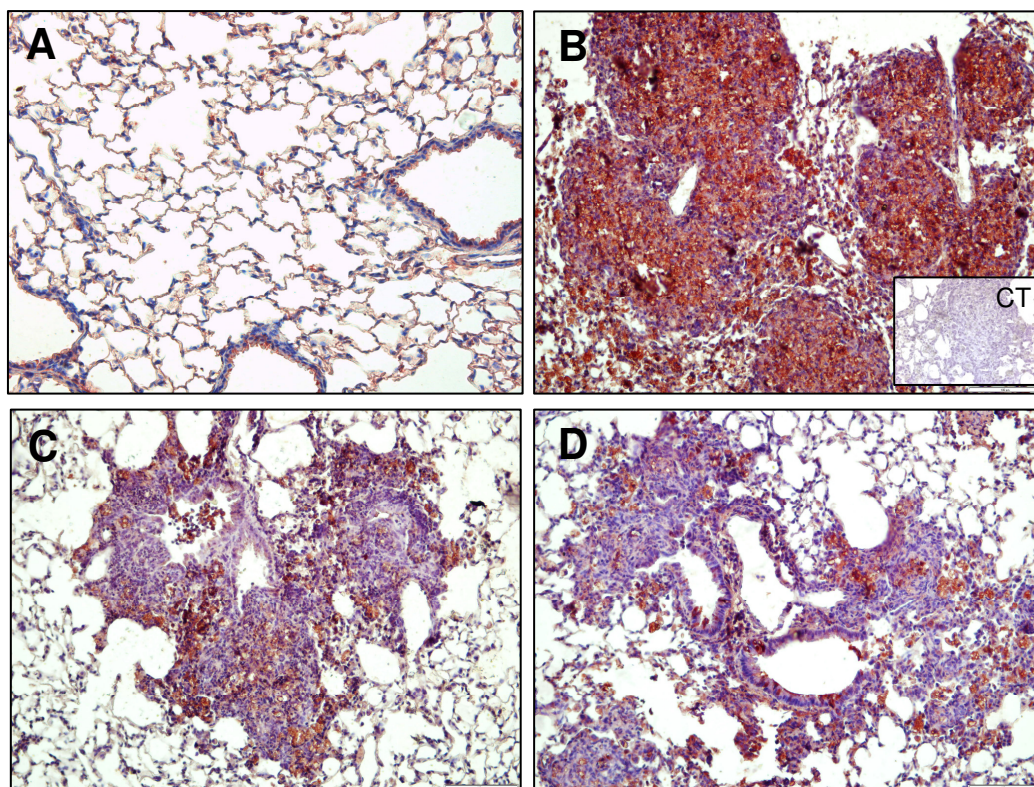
Análise da presença de miofibroblastos (α -SMA) no parênquima pulmonar de camundongos instilados com salina e sílica (10 mg), submetidos ao tratamento com dexametasona (25 μ g) e peptídeo Ac2-26 (200 μ g) por 7 dias consecutivos. Os grupos incluem salina (A), sílica (B), dexametasona (C) e peptídeo Ac2-26 200 μ g (D). A técnica utilizada foi de imunohistoquímica, tendo como controle negativo a omissão do anticorpo primário (figura inserida - CT). Foram utilizados no mínimo 6 animais por grupo. Aumento de 200 x.
